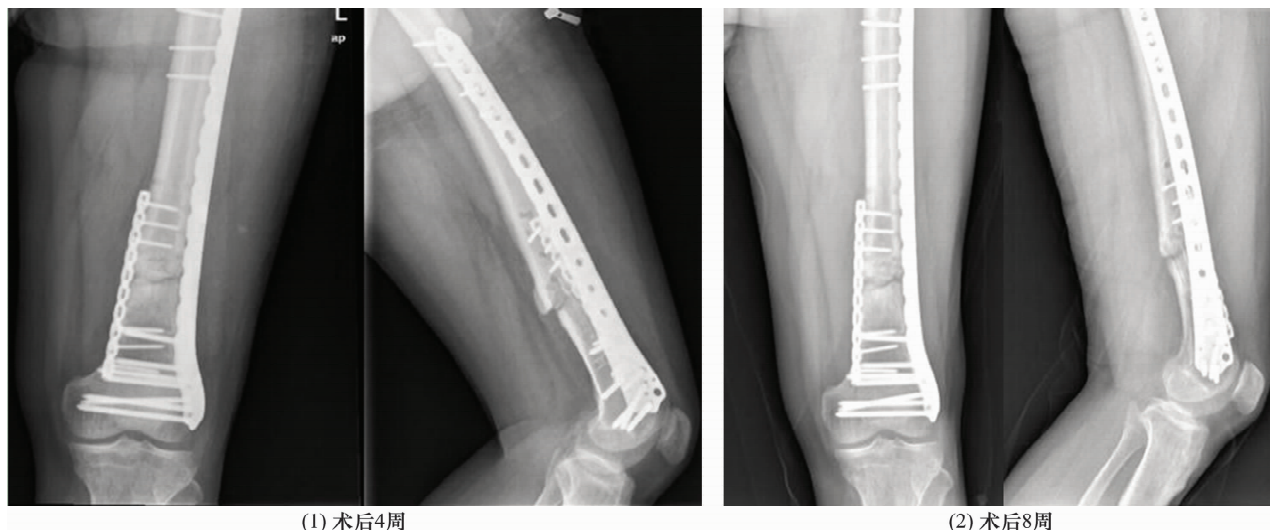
股骨干骨折加压钢板螺钉内固定术后正侧位X线片
